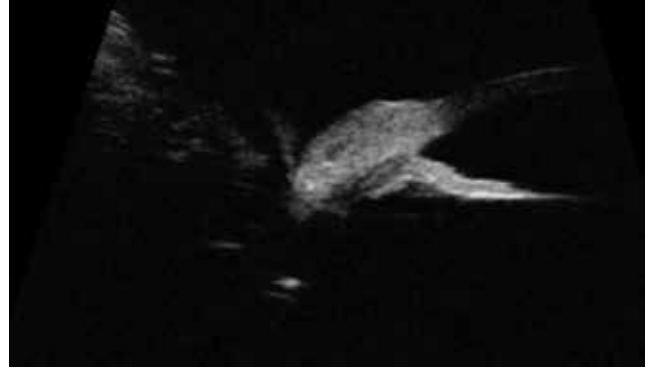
C) Hastanın yapılan ultrason biyomikroskopi incelemesinde irisli açığı doğru iten hipokojen yapı periferik irisin pigment epitel kisti ile uyumludur
